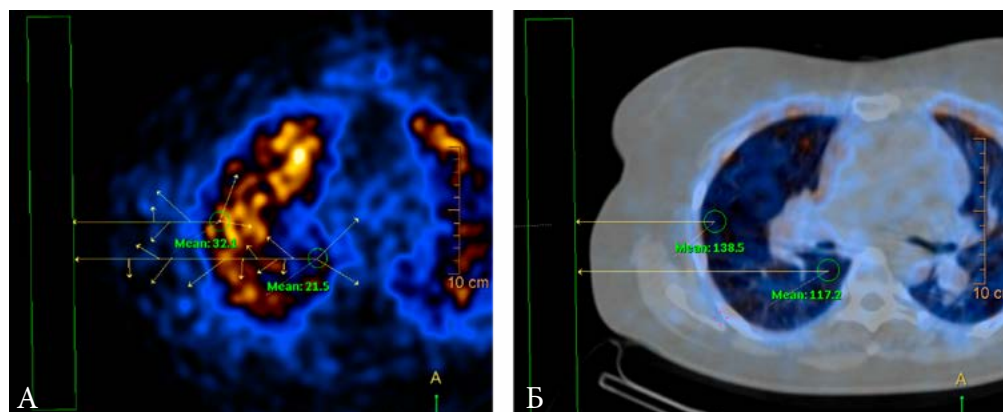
Влияние коррекции поглощения (АС) излучения на интенсивность счета различных по глубине зон легких у тучного пациента. А. ОЭКТ без АС. Из-за рассеивания и поглощения гамма-излучения окружающими тканями (короткие стрелки) интенсивность счета, регистрируемая детектором (слева) оказывается низкой. Б. ОЭКТ с АС. Восстановление интенсивности счета с помощью КТ-карты компенсации в целом происходит с коэффициентом усиления 4.77. Коэффициент усиления периферических отделов – 4.31, центральных отделов – 5.45
